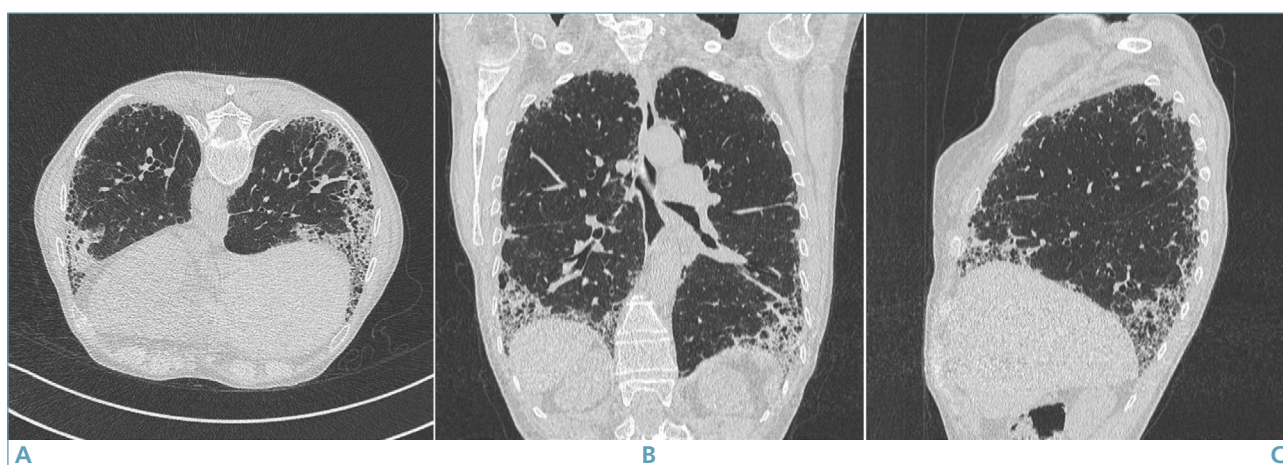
Pattern* radiologico UIP (Polmonite Interstiziale Usuale) tipica (A-C). Le immagini HRCT assiali delle basi polmonari (A) e le ricostruzioni coronale (B) e sagittale (C) mostrano ispessimenti fibrotici reticolari dell'interstizio polmonare, a prevalente distribuzione sub-pleurica, basale bilaterale, con bronchiectasie da trazione e distorsione dell'architettura parenchimale; si associano multiple piccole cisti aeree in sede basale sub-pleurica, compatibili con *honeycombing*.
